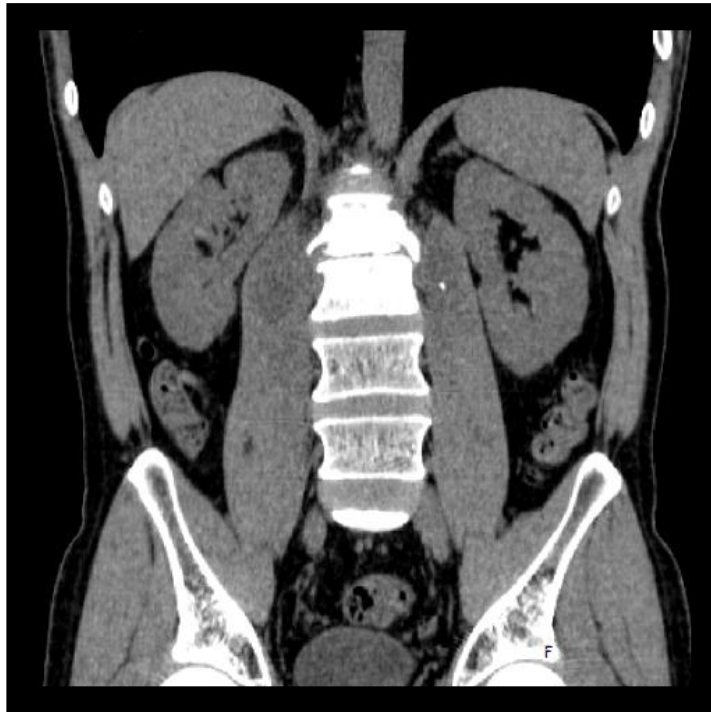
Reconstrucción coronal. TAC de abdomen simple. Tóмоgrafo Phillips Hospital Hermanos Ameijeiras.
